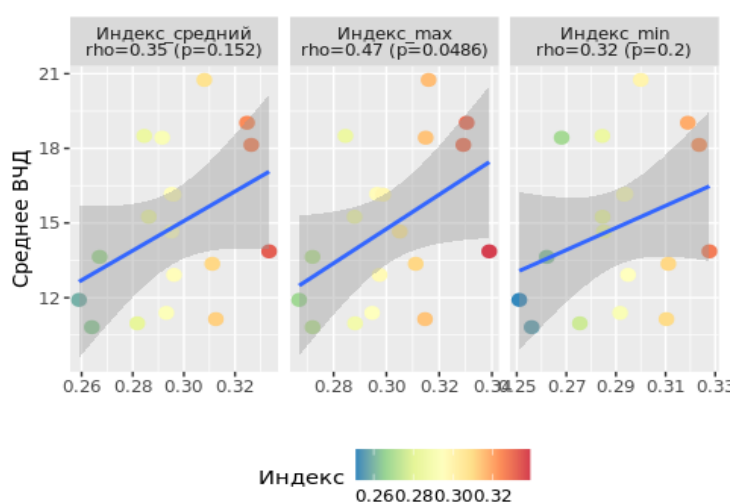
Корреляционная зависимость среднего ВЧД за 72 часа и производных индекса ДЗНО по данным входящей КТ (Индекс средний- индекс ДЗНО средний, Индекс max - индекс ДЗНО максимальный, Индекс min – индекс ДЗНО минимальный)
